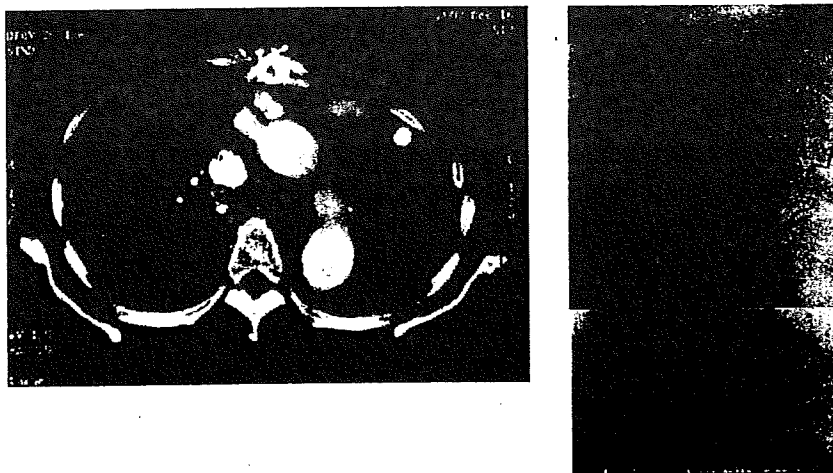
術後造影 CT および RGEA 造影を示す。造影 CT では置換した人工血管周囲を造影効果を有する組織 (大網) が充填され、また RGEA 造影では大動脈弓部の頂点まで動脈が到達しており、人工血管全体を被覆していることが確認できた。
